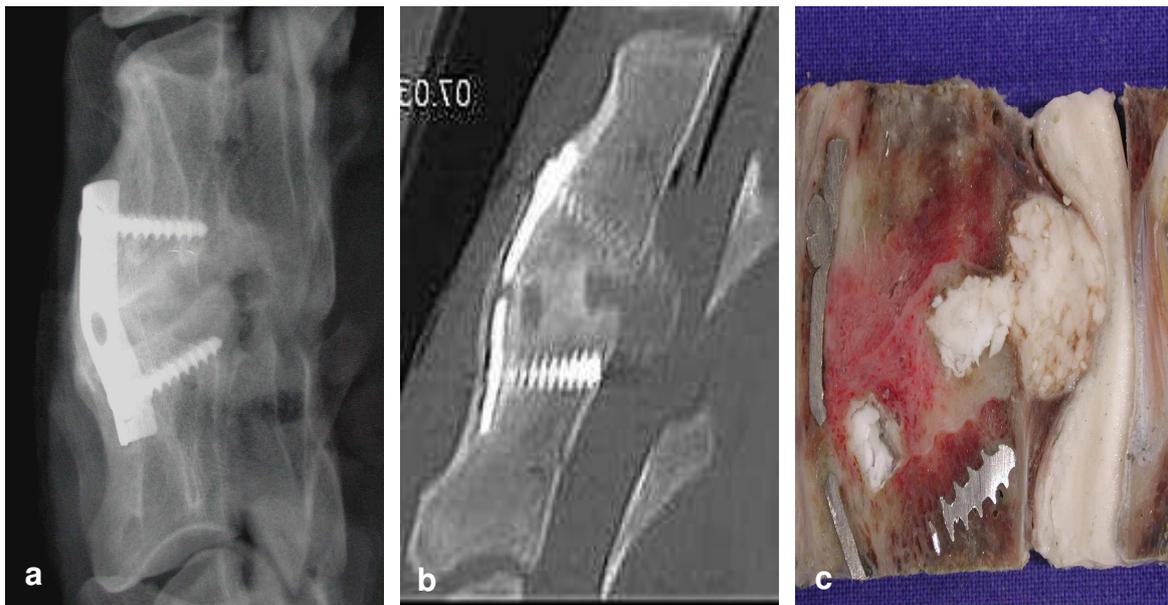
(a) seitliches Röntgenbild, (b) sagitaler CT Schnitt und (c) Sägeschnittpräparat eines Wirbelkörpersegments mit Implantatprolaps und einhergehender Myelonkompression nach 96 Wochen Standzeit
